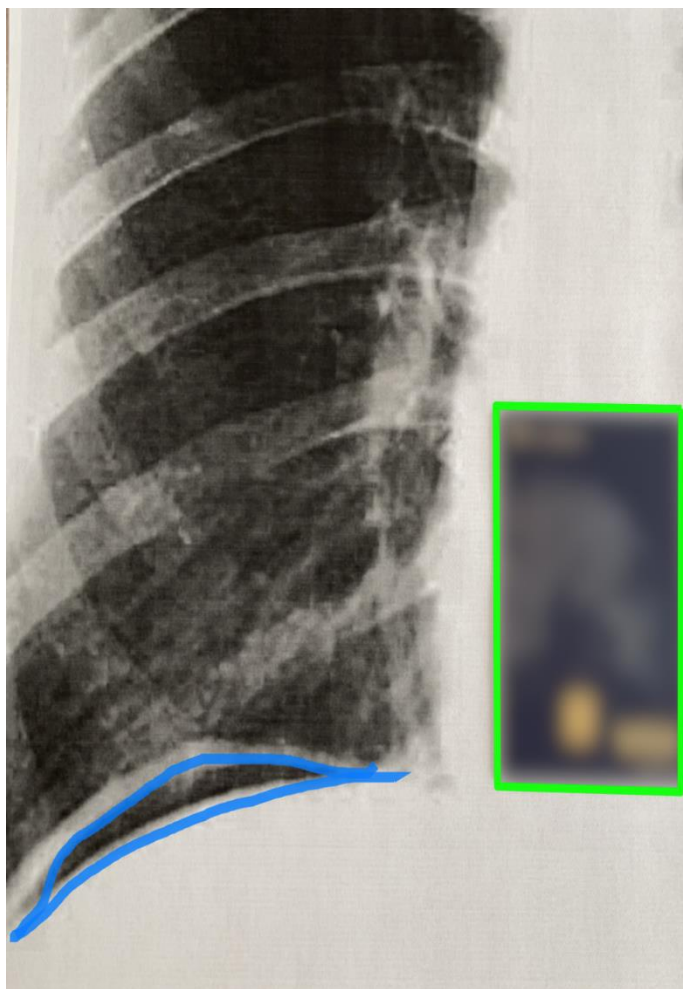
Цифрова планіметрія рентгенограми органів грудної клітки.
